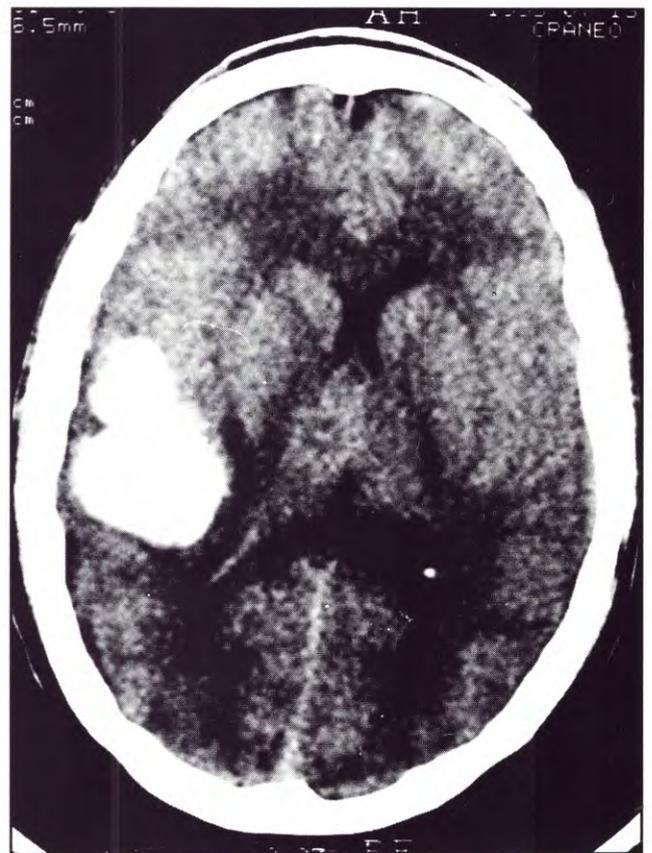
Tomografía axial computada objetiva hematoma intraparenquimatoso temporo-parietal derecho.
